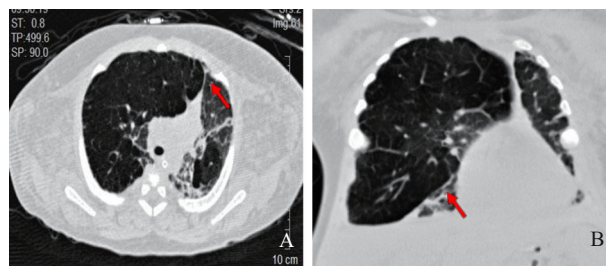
患儿胸部CT扫描 A: 横断面, 双肺纹理增强紊乱, 双肺可见较广泛条索影, 可见部分肺透亮度增高, 纵隔前联合线向左侧移位 (箭头所指); B: 冠状面, 右侧中下肺节段不张 (箭头所指)。
